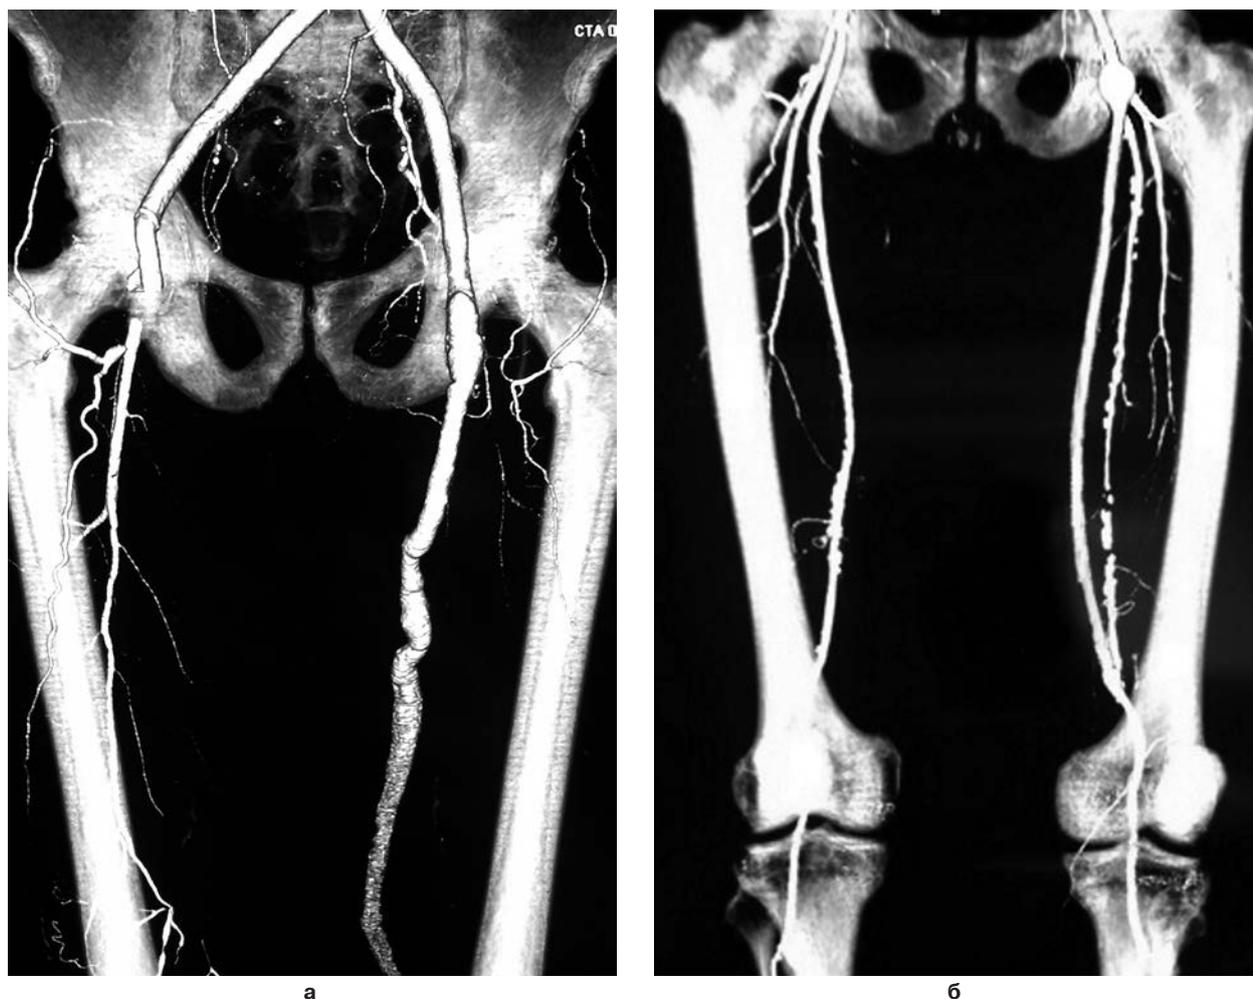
Примеры МСКТ аорты и артерий нижних конечностей с контрастированием в послеоперационном периоде у пациентов контрольной группы: а – определяется аневризма ксеношунта слева; б – в области проксимального анастомоза слева развилась анастомотическая аневризма.
